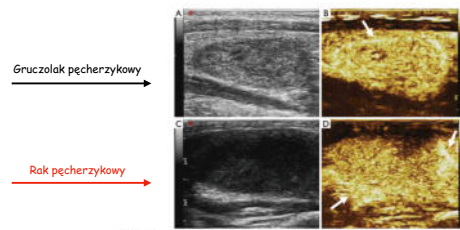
Conventional US and CEUS images of follicular adenoma and follicular carcinoma. (A,B) A 46-year-old male patient w/ follicular adenoma. Cine mode and contrast-enhanced ultrasound image shows the longitudinal views of a hyperechoic and heterogeneous nodule with thin and regular rim enhancement (white arrow) in the right lobe of the thyroid. (C,D) A 43-year-old female patient w/ follicular carcinoma. Cine mode and contrast-enhanced ultrasound image shows the longitudinal views of an extremely hyperechoic & heterogeneous nodule with irregular rim enhancement (white arrow) in the right lobe of the thyroid.
